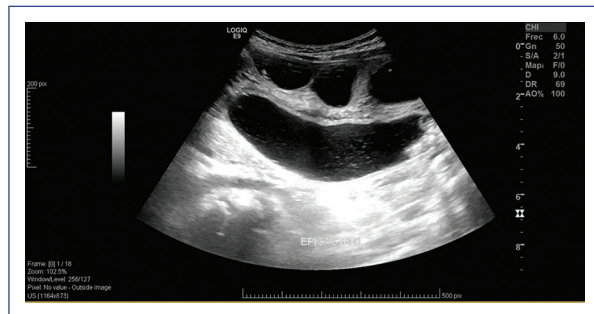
Ultrasonido abdominal con presencia de tres cuerpos extraños en cámara gástrica.
